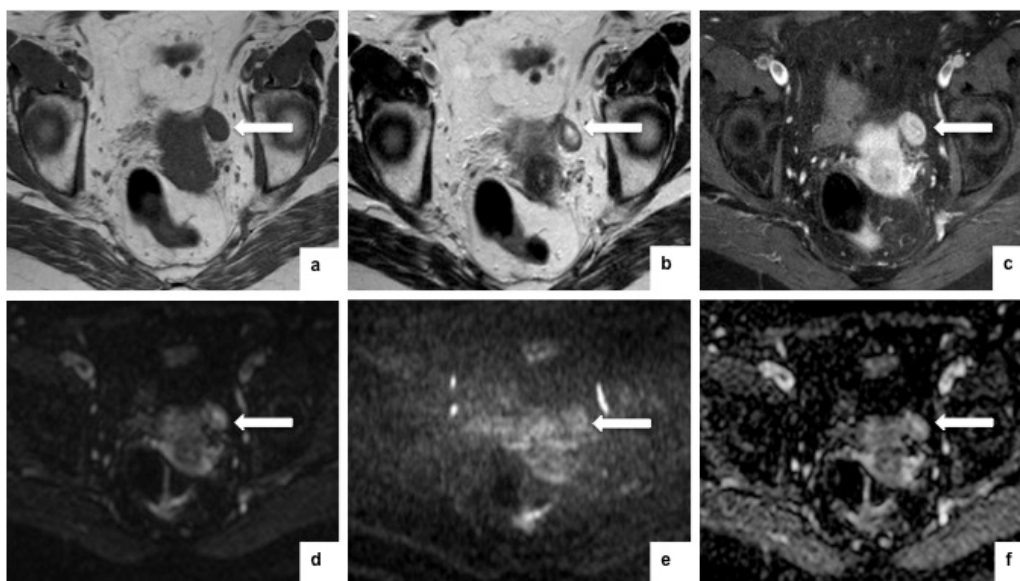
Imagens de RM ponderadas em T1 (a), T2 (b) e T1 com saturação de gordura após administração de contraste paramagnético (c) no plano axial, e imagens de estudo de difusão no plano axial, b=0 (d), b=1000 (e) e mapa ADC (f), demonstram nódulo para-uterino esquerdo, hipointenso em T1, heterogêneo em T2 com hipossinal na periferia e hipersinal central, que realça intensamente após administração de contraste, não revelando restrição no estudo de difusão (seta). O diagnóstico histológico revelou tratar-se de Mullerianose dos tecidos para-vesicais.
